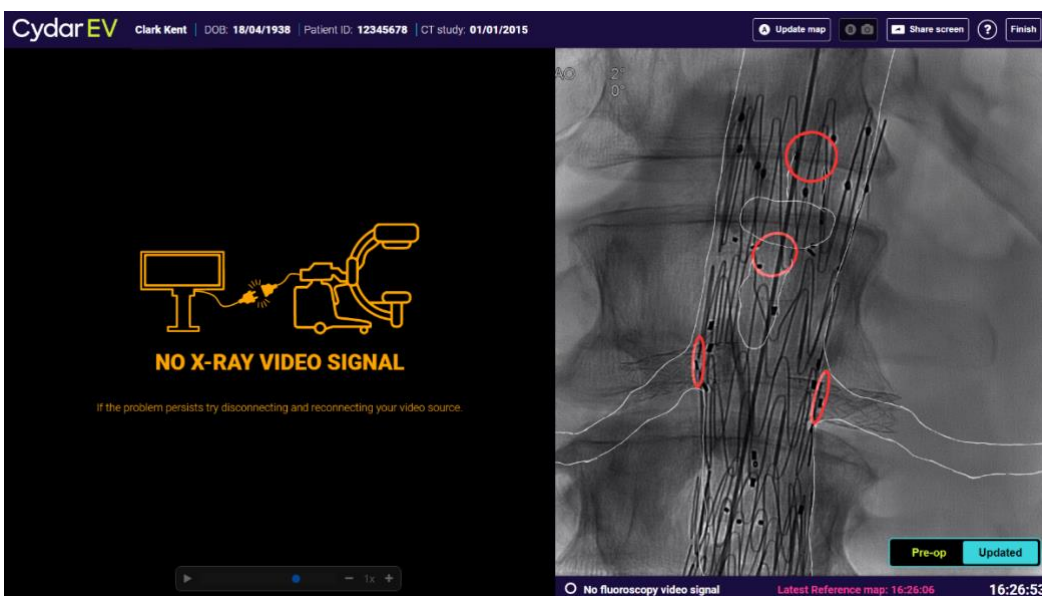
Il messaggio a sinistra indica che la Cydar Appliance non riceve il segnale video dal set radiografico. Verificare che il set radiografico sia acceso, che il cavo DVI sia collegato e che eventuali convertitori di segnale siano accesi. Se il problema persiste, contattare il Cydar Online Support.
